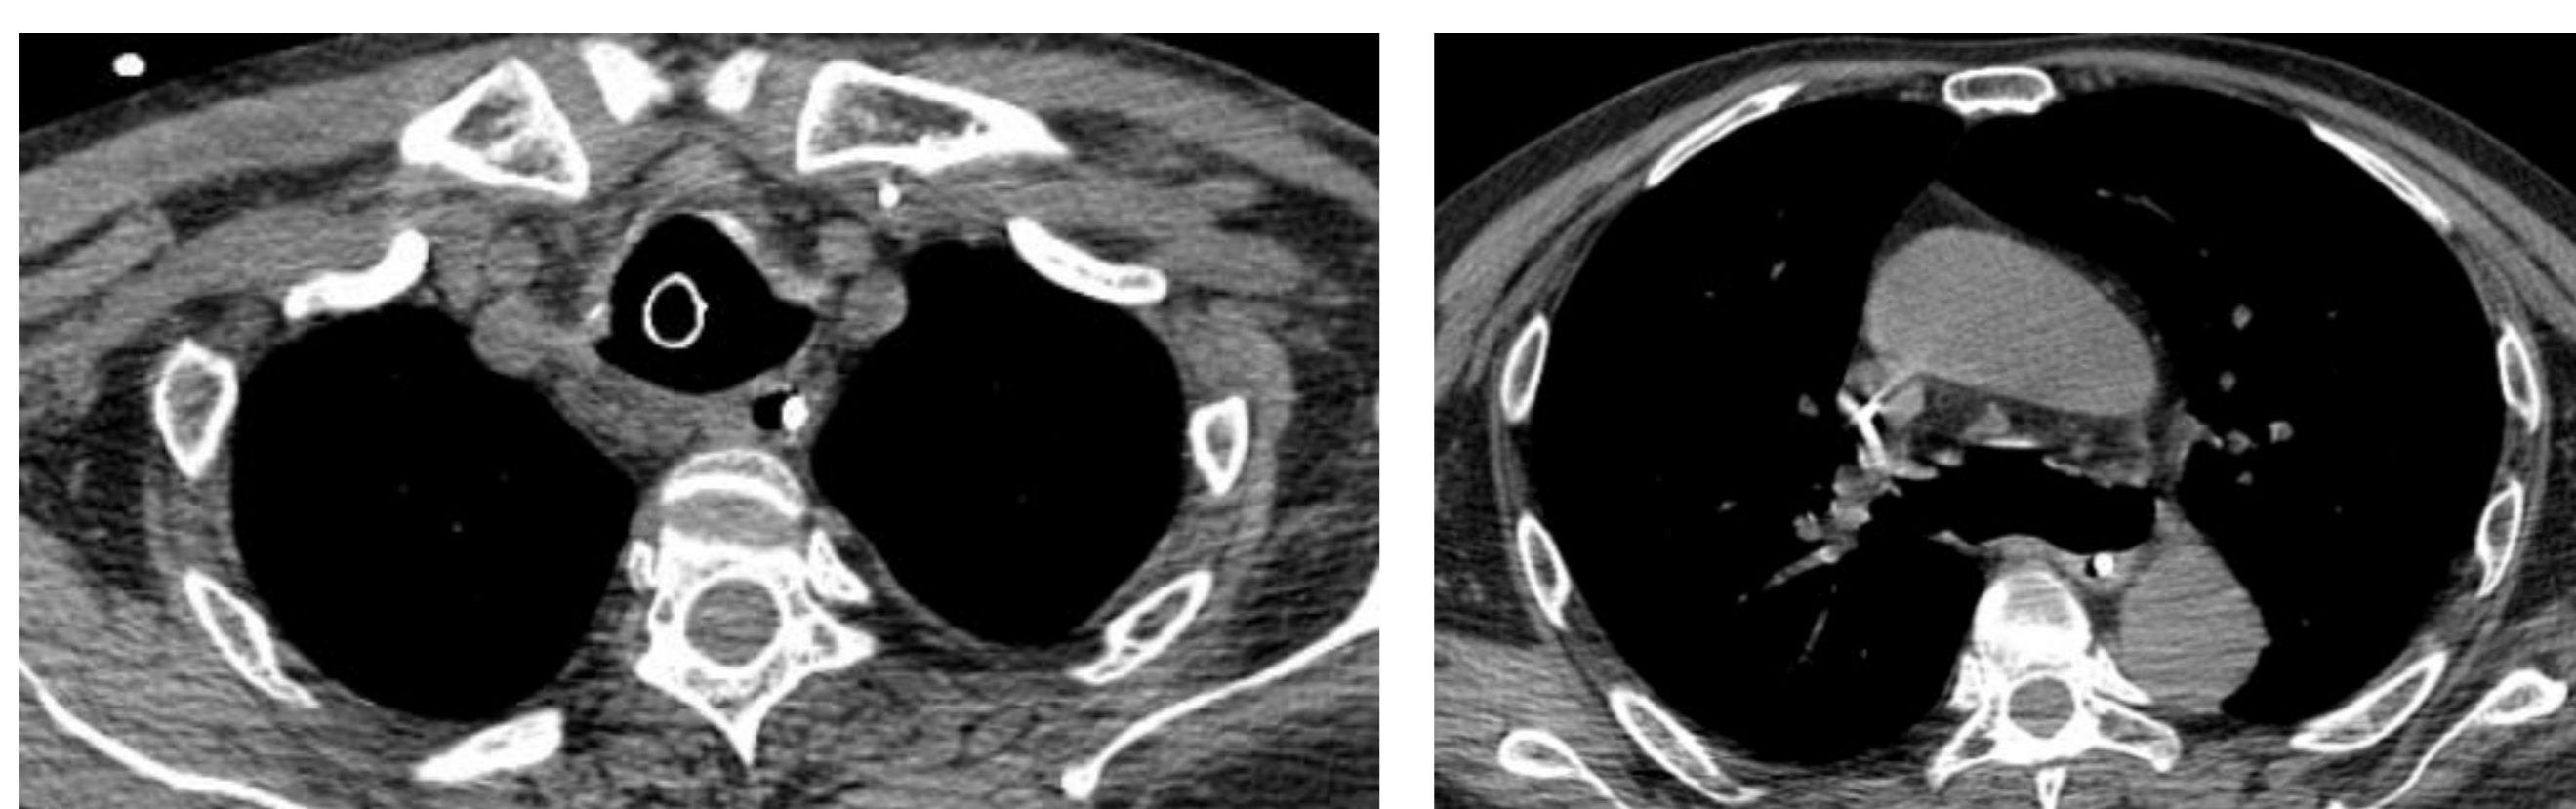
Tomografia de tórax evidenciando dilatação traqueobrônquica
